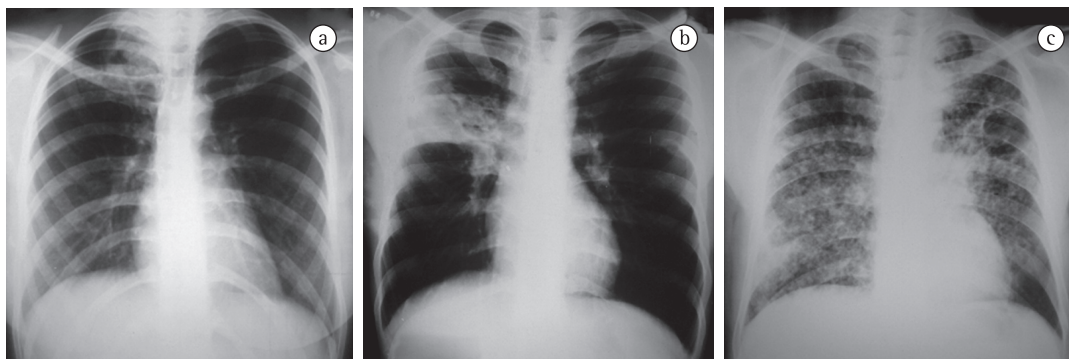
Radiografias de tórax de pacientes com tuberculose pulmonar. Em a), homem de 24 anos de idade com perda ponderal nos últimos três meses e febre atual (38°C). Em b), mulher de 25 anos de idade com tosse seca nos últimos três meses e piora recente do estado de saúde. Em c), homem de 38 anos de idade tratado anteriormente para TB e com mal-estar nas últimas três semanas.
